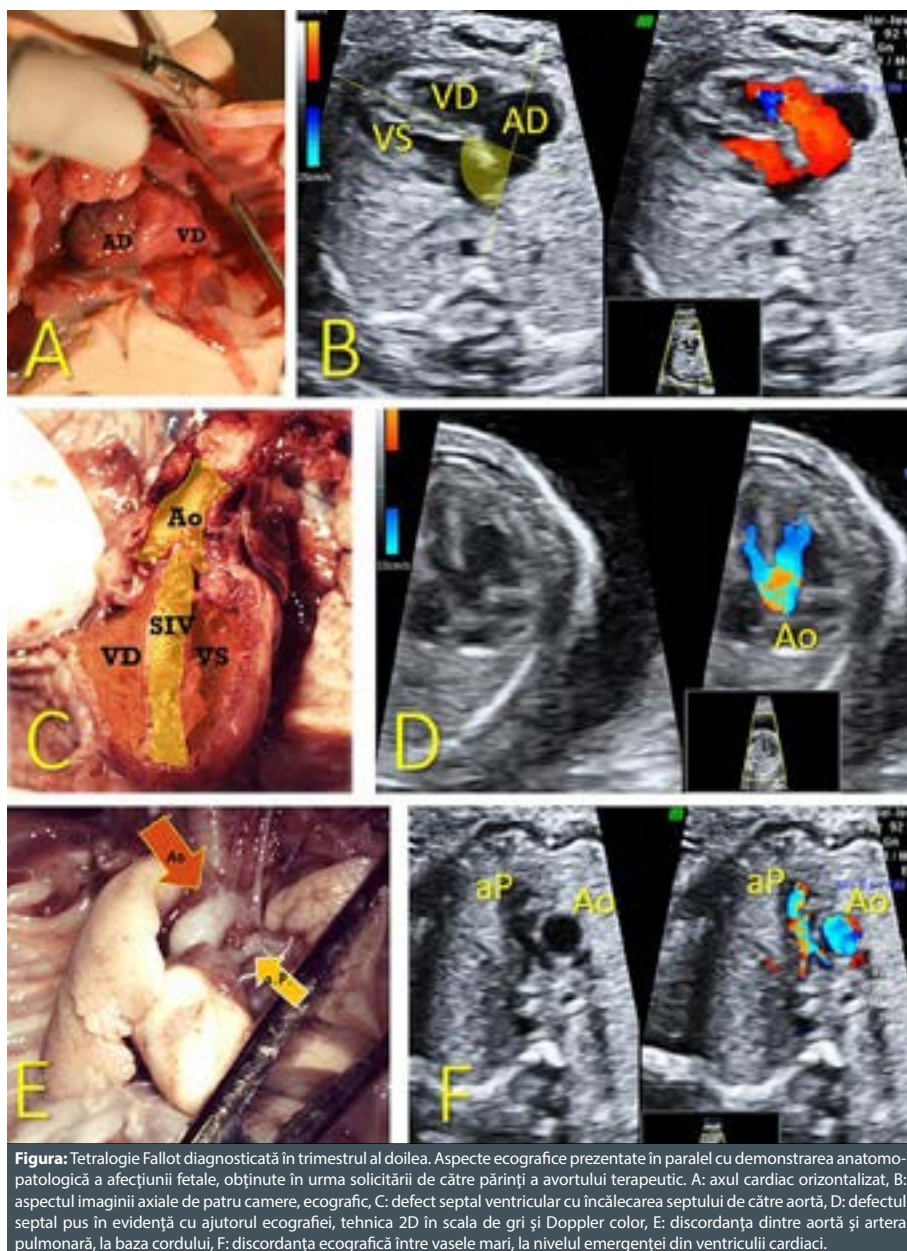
Tetralogie Fallot diagnosticată în trimestrul al doilea. Aspecte ecografice prezentate în paralel cu demonstrarea anatomo-patologică a afecțiunii fetale, obținute în urma solicitării de către părinți a avortului terapeutic. A: axul cardiac orizontalizat, B: aspectul imaginii axiale de patru camere, ecografic, C: defect septal ventricular cu încălecare septului de către aortă, D: defectul septal pus în evidență cu ajutorul ecografiei, tehnica 2D în scala de gri și Doppler color, E: discordanța dintre aortă și artera pulmonară, la baza cordului, F: discordanța ecografică între vasele mari, la nivelul emergenței din ventriculii cardiaci.
